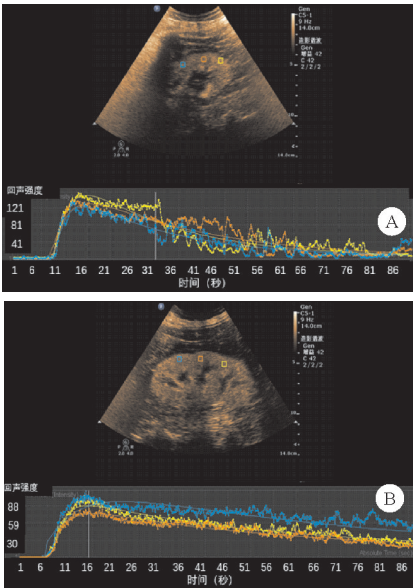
肾脏皮质区域超声造影中的 TIC(A:非 AKI 组;B:AKI 组)
